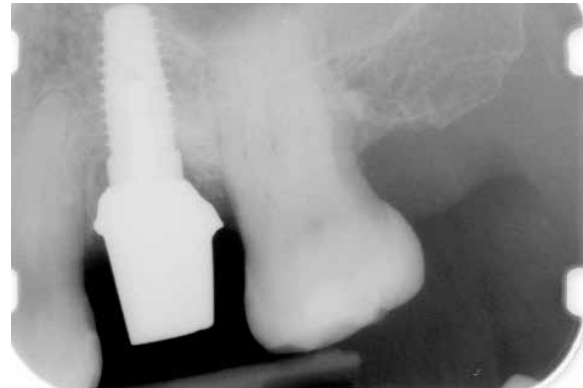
Röntgenkontrolle nach dem Einsetzen des Abutments.
